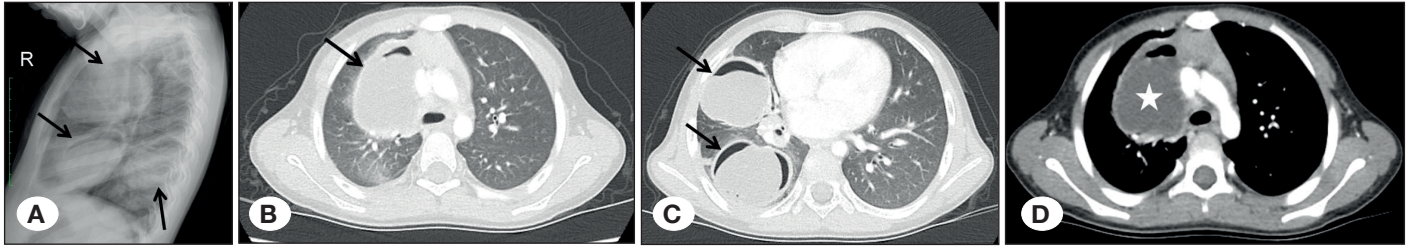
Ateş, öksürük, kusma ve sırt ağrısı şikayetleri ile başvuran 15 yaşındaki erkek çocuğa ait arka-ön akciğer grafisinde (A) 'nilüfer çiçeği işareti' ve hava-sıvı seviyelenmesi gösteren, kostofrenik sinüste effüzyona bağlı küntleşmenin eşlik ettiği kaviter lezyon izlenmektedir (oklar). Aksiyel kontrastlı BT görüntüsünde (B) ayrılmış membran yapısı ile ilişkili 'nilüfer çiçeği işareti' (oklar), çevresel konsolidasyon ve effüzyon daha net olarak görülmektedir.
